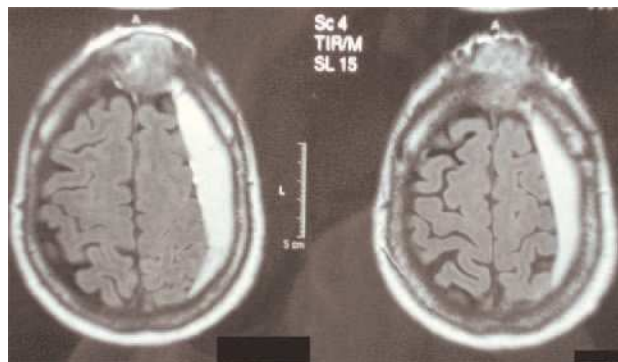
Metástasis de calota craneal y partes blandas en vecindad, constatada en la imagen de resonancia nuclear magnética.
